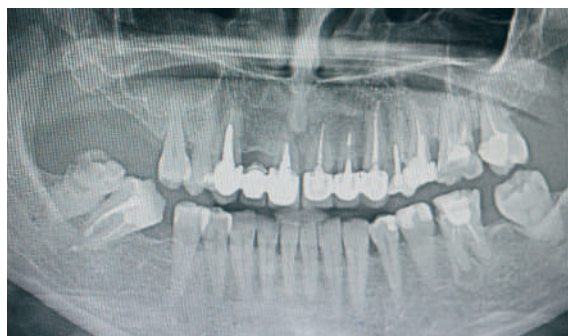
Ortopantomografia pacientului
